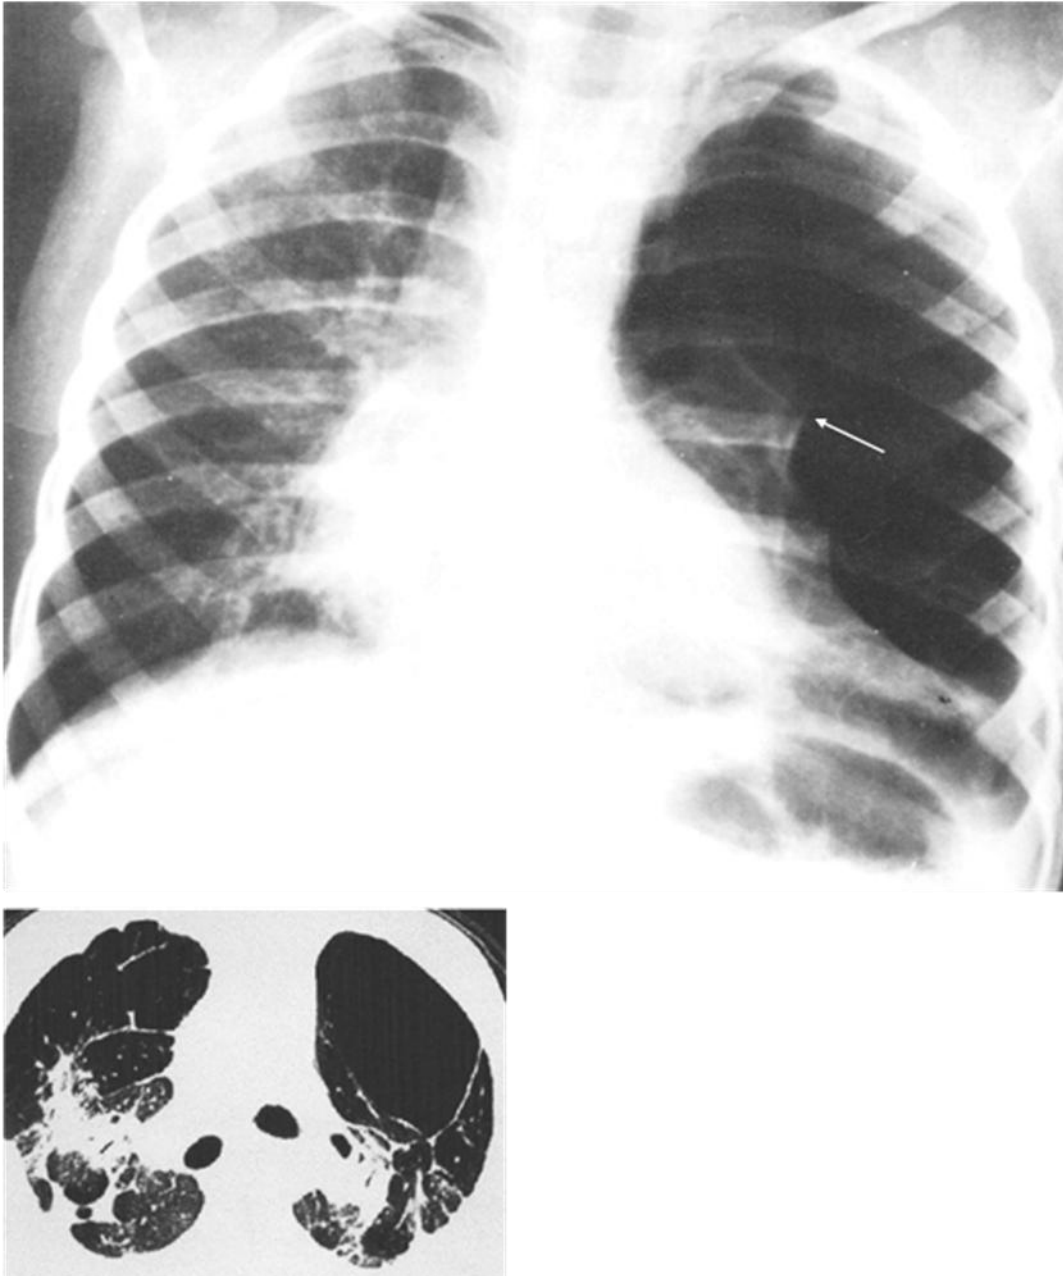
83. Radiografía frontal de tórax, paciente con neumotórax con un contorno undulante (flecha) que indica enfermedad pulmonar previa. Abajo, Corte de TC que muestra distorsión por fibrosis que condiciona la presentación atípica del neumotórax, paciente con sarcoidosis.
